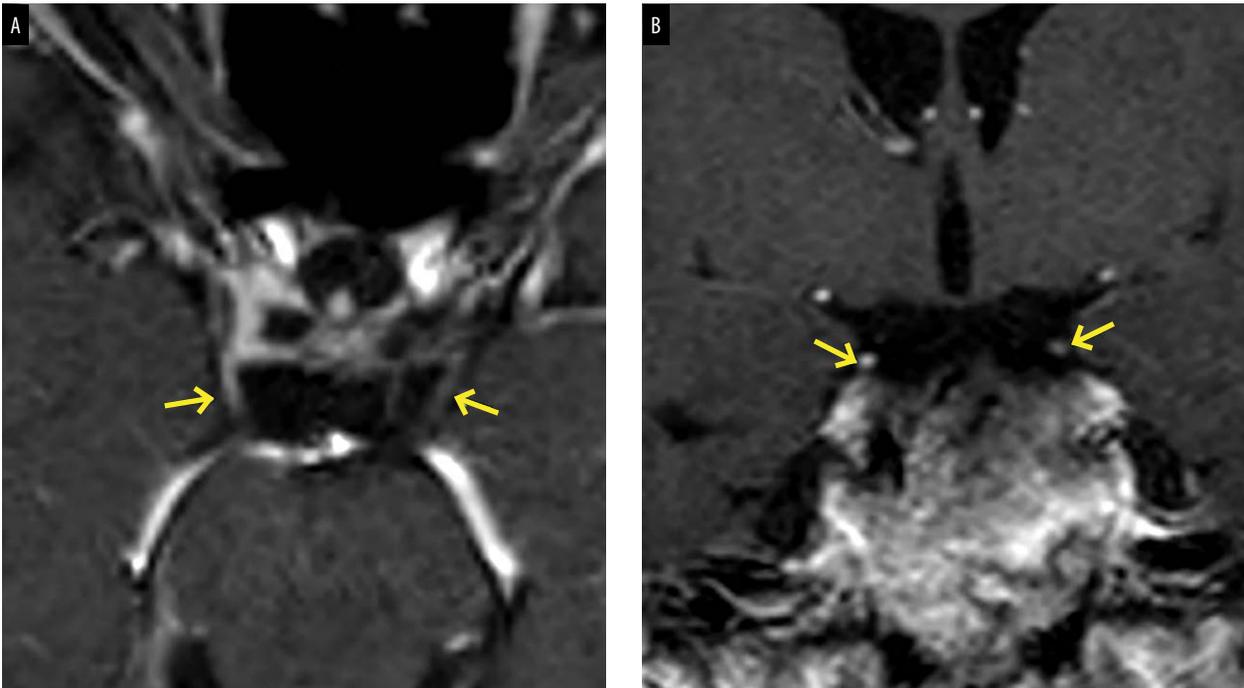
a y b. RM de tronco encefálico en secuencias T1 con contraste y FLAIR volumétrico. a. La flecha de la derecha revela hiperintensidad del IIIer par derecho mientras que el IIIer par izquierdo permanece sin captar contraste (flecha de la izquierda). b. Vista coronal de ambos nervios oculomotores antes de su ingreso al seno cavernoso en secuencias T1 con contraste intra venoso. Obsérvese la hiperintensidad del III er par derecho (flecha derecha) en relación con su homólogo izquierdo.
